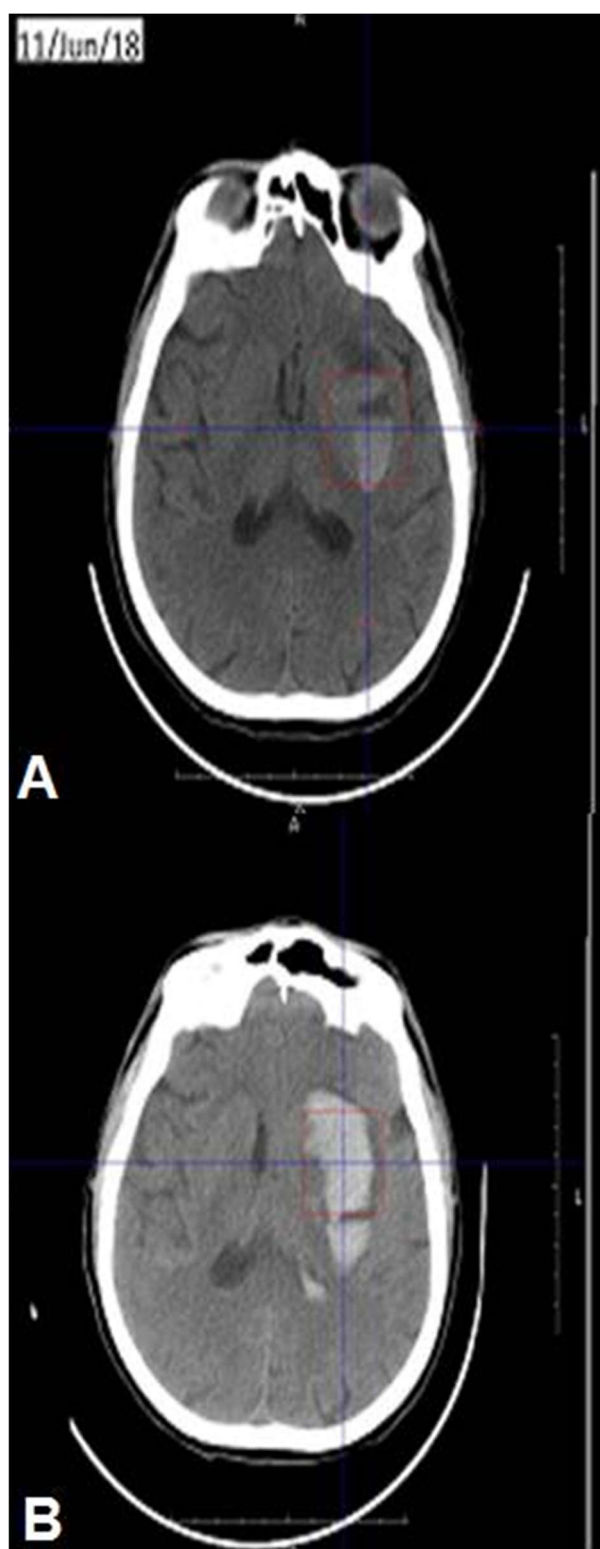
A e B. Tomografia de crânio sem contraste com imagem de transformação hemorrágica de AVC nas primeiras 24 horas (A e B).
